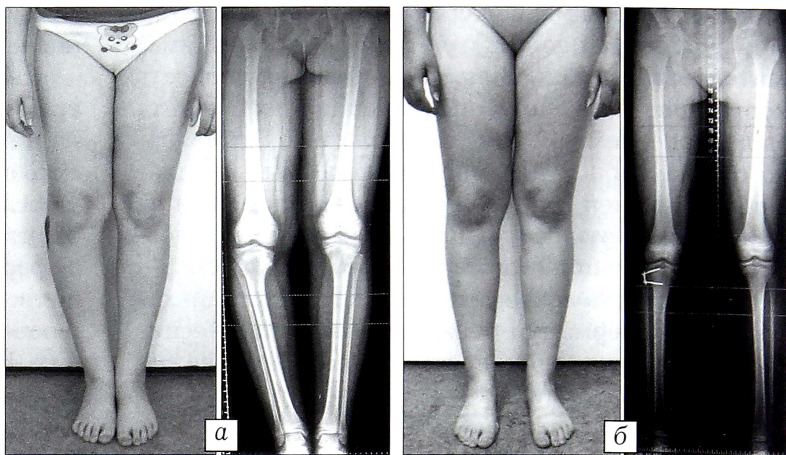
Вид и рентгенограммы нижних конечностей больной 9 лет с болезнью Блаунта.
